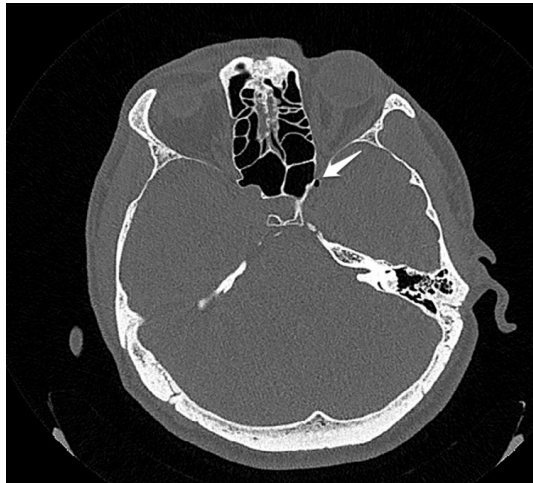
Aksiyel plan maksillofasiyal BT görüntüsü: Nazal fraktür ve infratemporal fossada serbest hava
